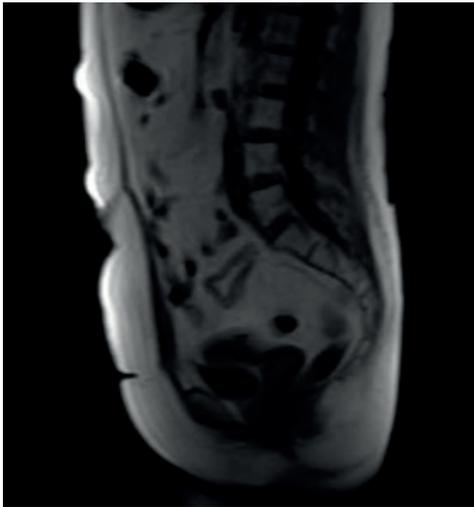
RM de pelvis (5 meses tras inicio de tratamiento QT-RT): comparando con el estudio anterior, se aprecia una disminución significativa del tumor cervical. Persiste una lesión polipoidea visible en el tercio superior de la vagina que mide aproximadamente 1,9 cm de diámetro máximo, es hipointensa en secuencias T2, no restringe en el estudio de difusión ni realza tras la administración de contraste, compatible con lesión residual sin tumor activo. No hay signos de extensión parametrial. No hay adenopatías de tamaño significativo en pelvis ni retroperitoneo inferior. Útero poliomatoso. No se aprecian otras alteraciones significativas en el resto de la pelvis.
